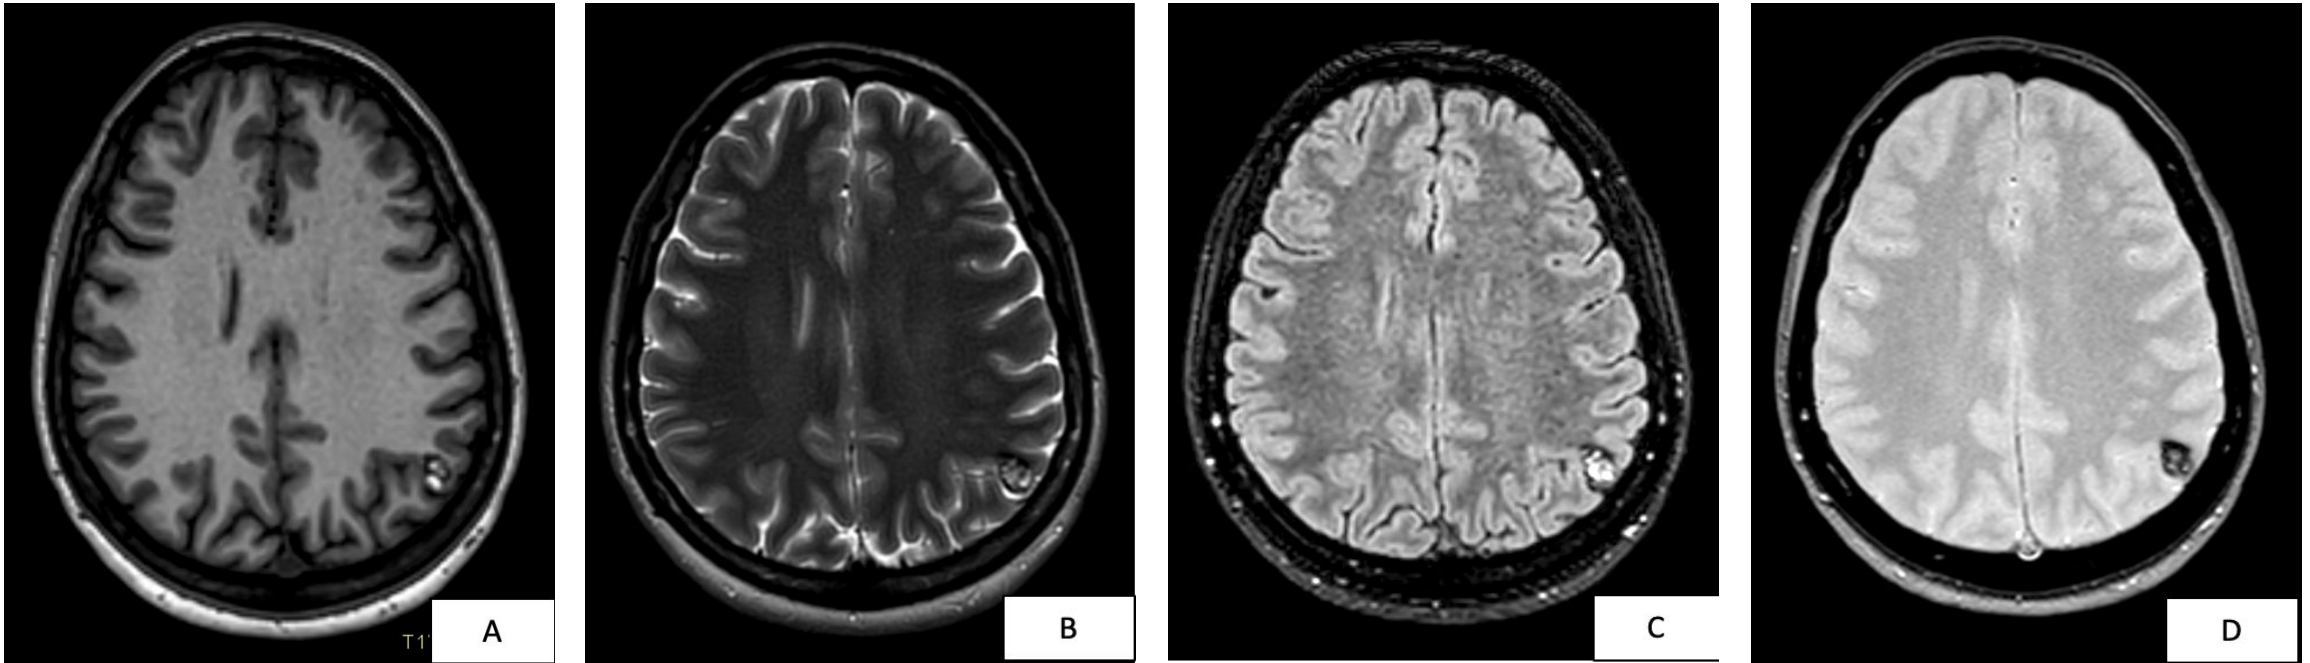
RM cerebral. Cavernoma típico. Lesión córtico-subcortical localizada en el giro angular izquierdo, con intensidad de señal heterogénea en T1 axial (A), T2 axial (B) y FLAIR (C), mostrando el patrón clásico en “palomitas de maíz” (*popcorn sign*). En la secuencia T2* (D) se evidencia una marcada caída de señal. Se identifica además un anillo hipointenso en la secuencia T2.
